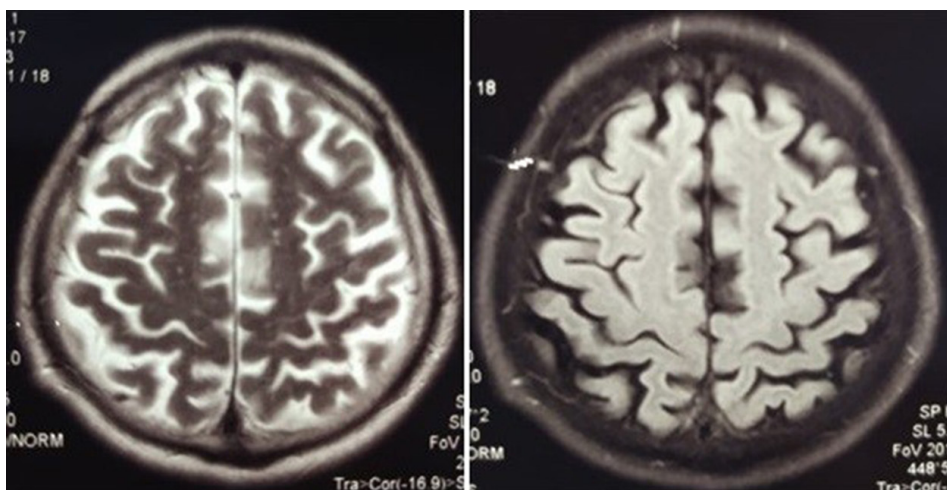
Магнитная резонансная томограмма головного мозга пациента с центральной серозной хориоретинопатией в T1- и T2-ВИ режимах, аксиальный срез. Скопление ликвора и расширение субарахноидальных пространств
